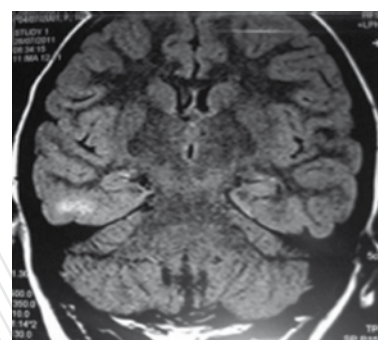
IRM cérébrale montrant un hypersignal en séquence Flair en temporal droit (Observation 3).
